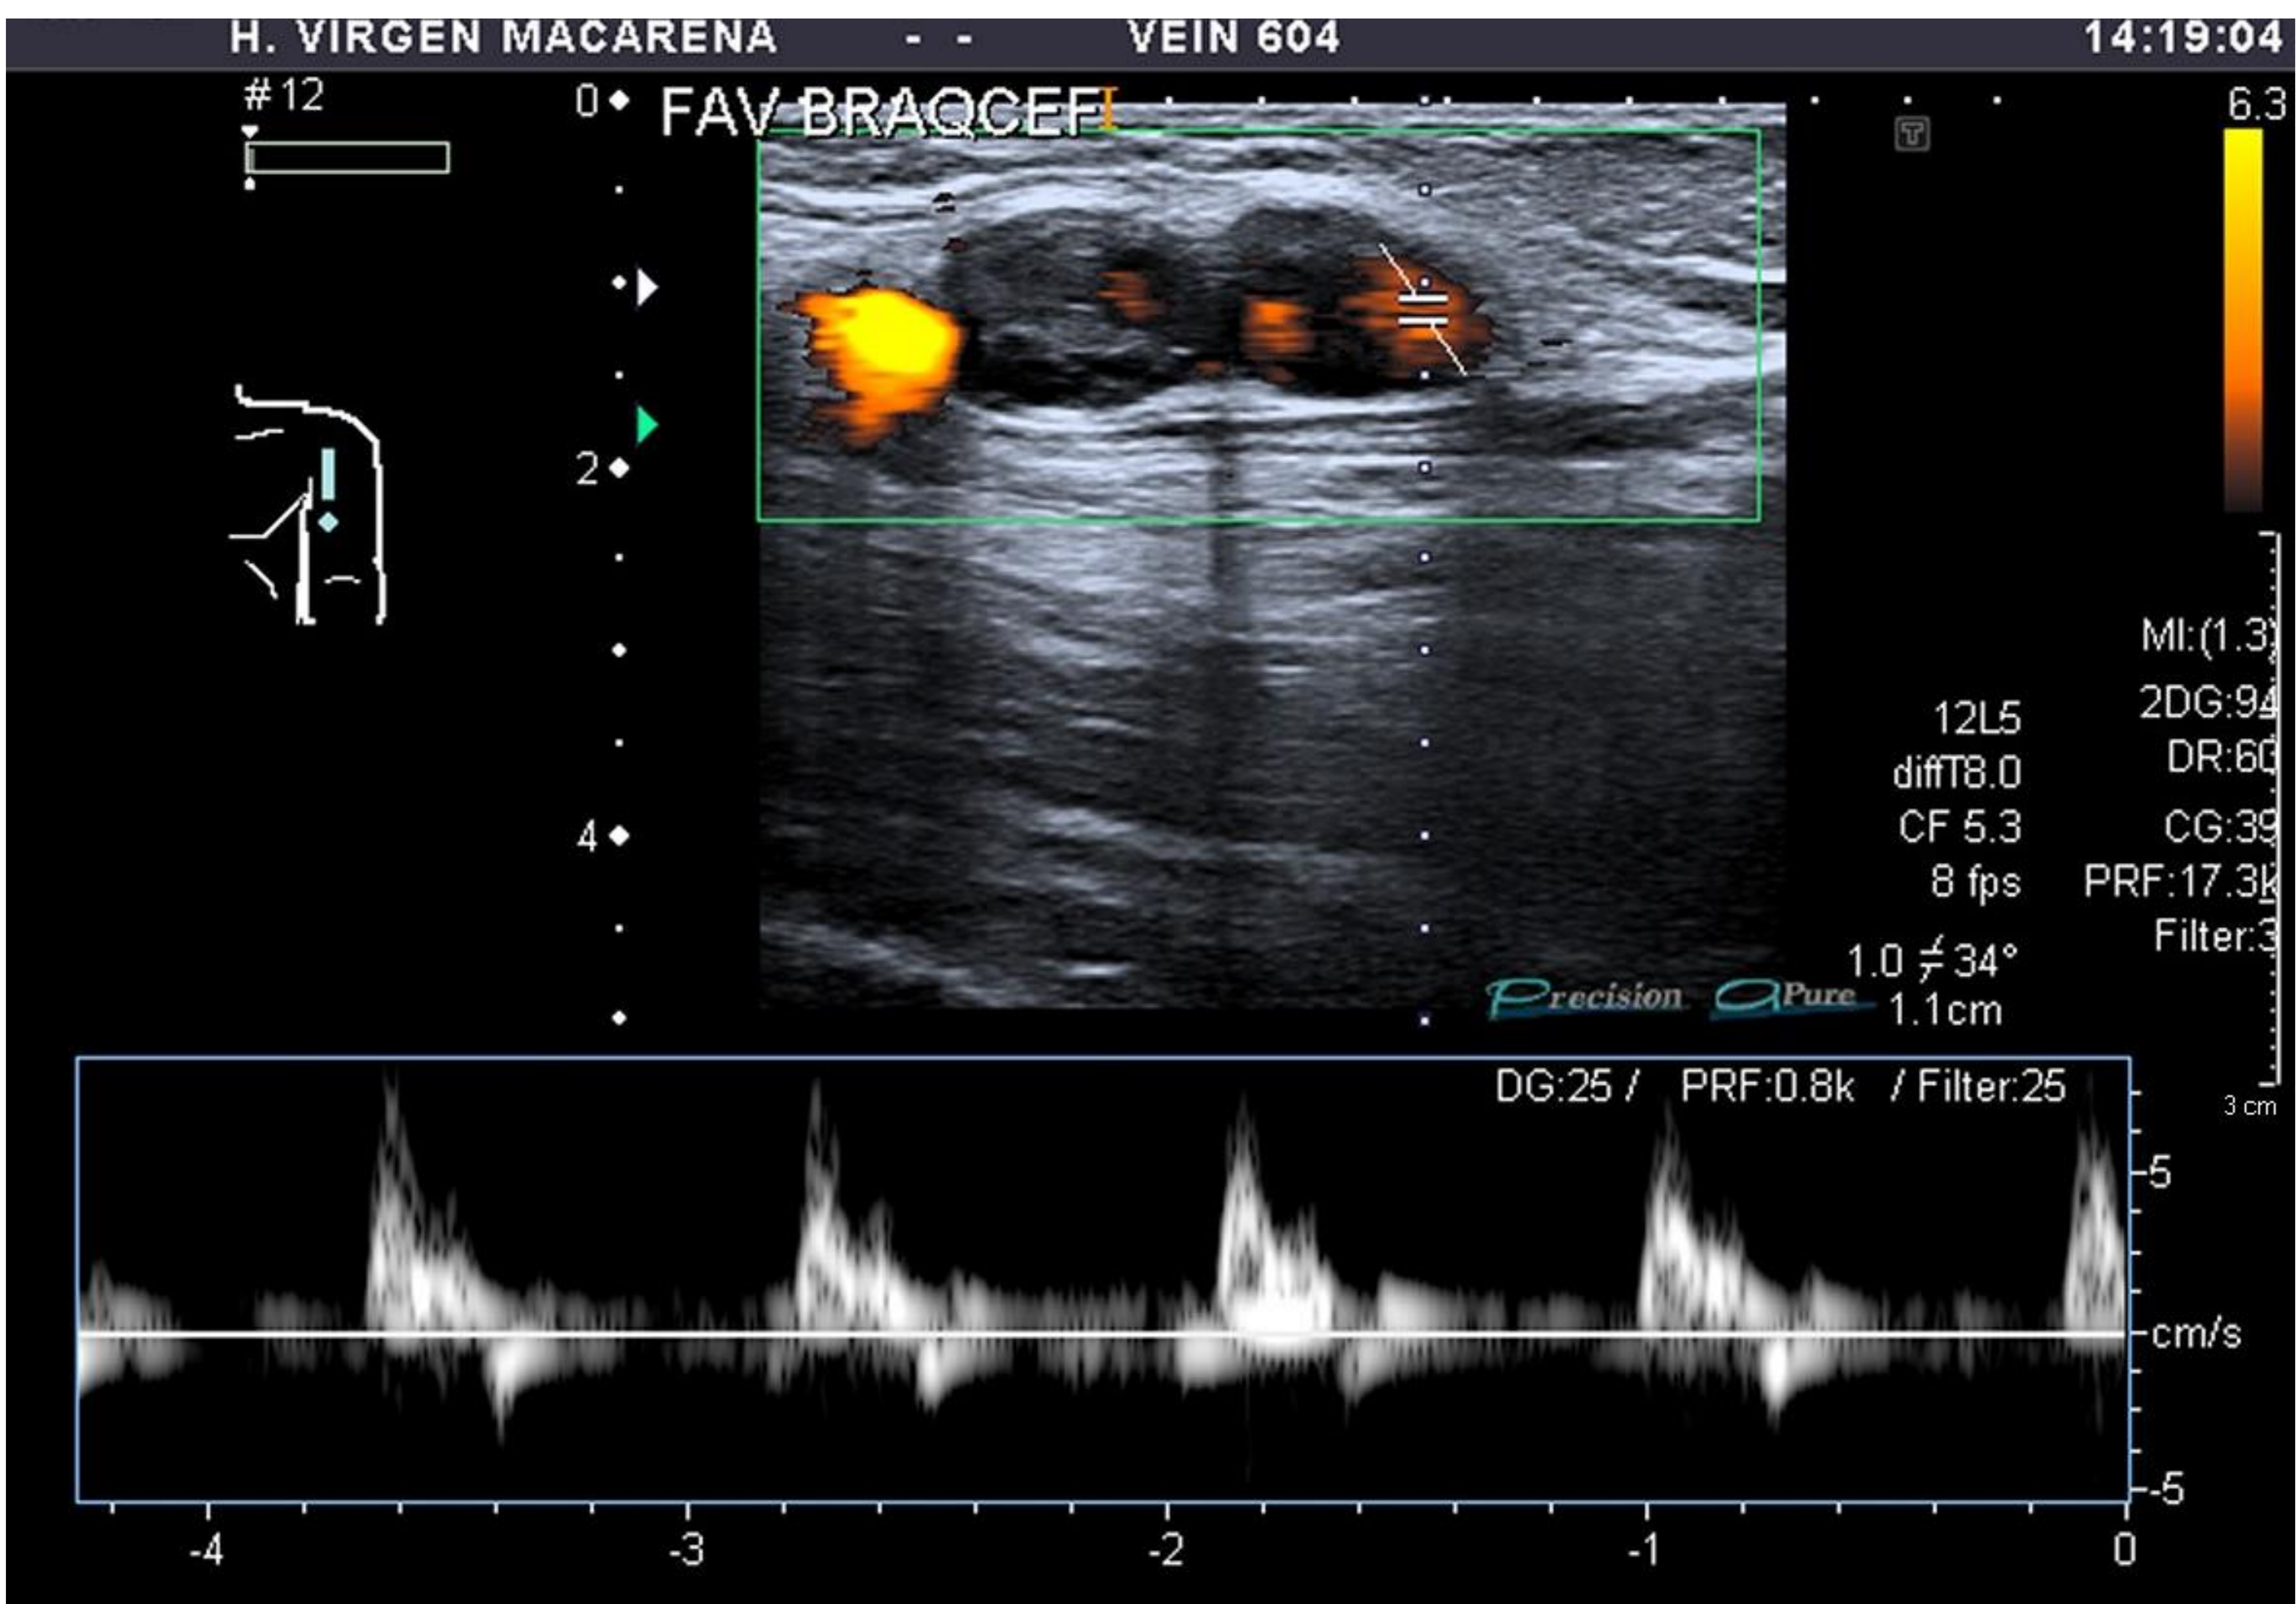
Imagen ecografía en modo Power Doppler y espectral de anastomosis braquiocefálica. Se visualiza fístula arteriovenosa aneurismática con contenido ecogénico y mínimo flujo en el interior, hallazgos compatibles con trombosis de la fístula arteriovenosa aneurismática.
